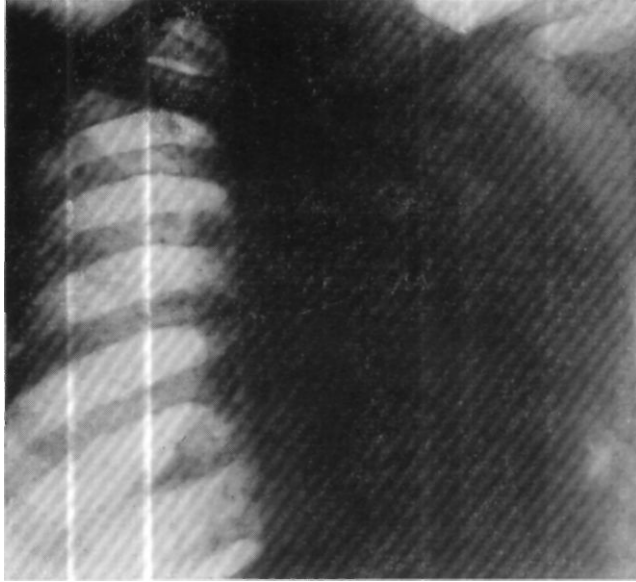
Рентгенограмма больного С-ва. Левое легочное поле сужено. Сердечно-сосудистая тень и трахея пере-тянуты в левую сторону. По всему легочному полю определяется интенсивное затемнение с неровной, круп-ночечистой структурой. Справа отмечается усиленный сосудисто-бронхиальный рисунок. Очаговых и воспа-лительных изменений справа не найдено. Левый купол диафрагмы подтянут вверх.
